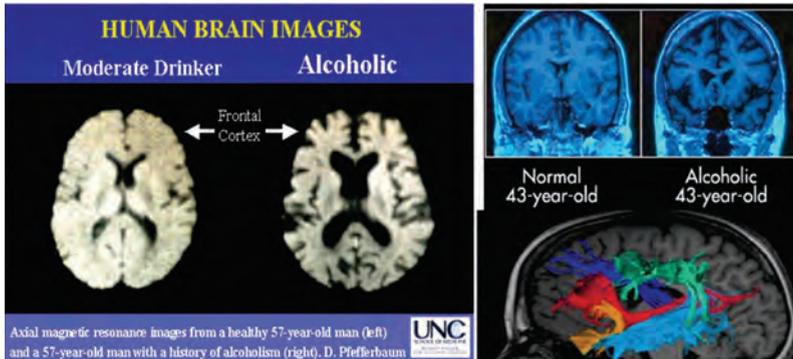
Resonancia magnética de cerebros de individuos con consumo moderado de alcohol y de alcohólicos en donde se observan importantes deficiencias en la estructura del cerebro.
